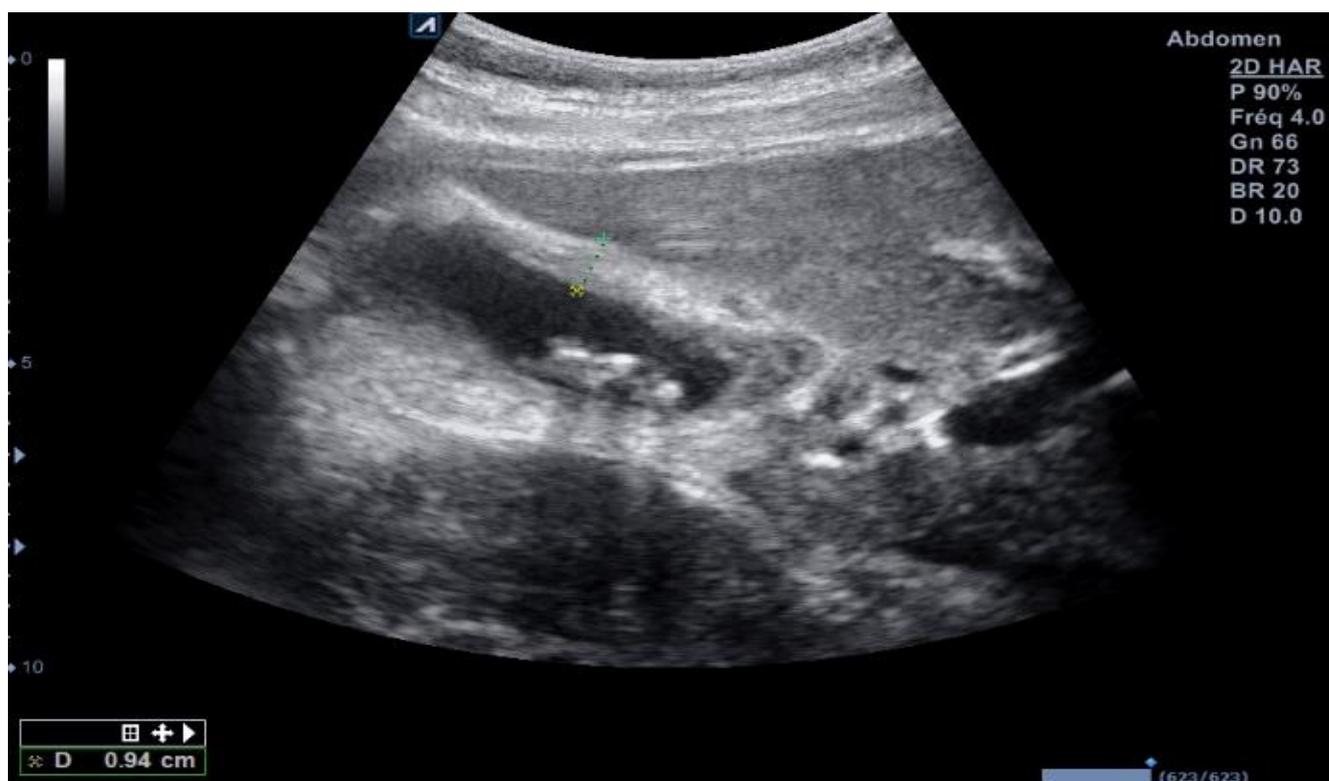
Aspect échographique d'une vésicule biliaire lithiasique à paroi épaisse.
